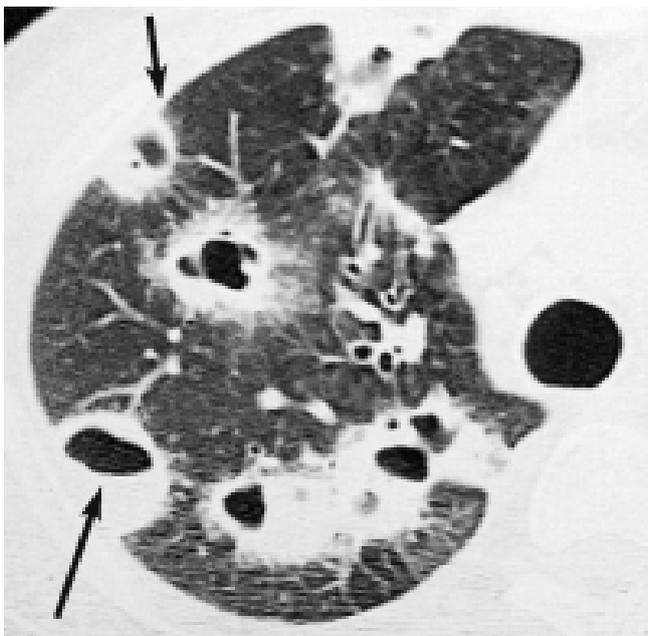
КТ грудной клетки (толщина среза 10 мм) того же больного см. рис. 1. Сосуды впадают непосредственно в абсцессы [77].
